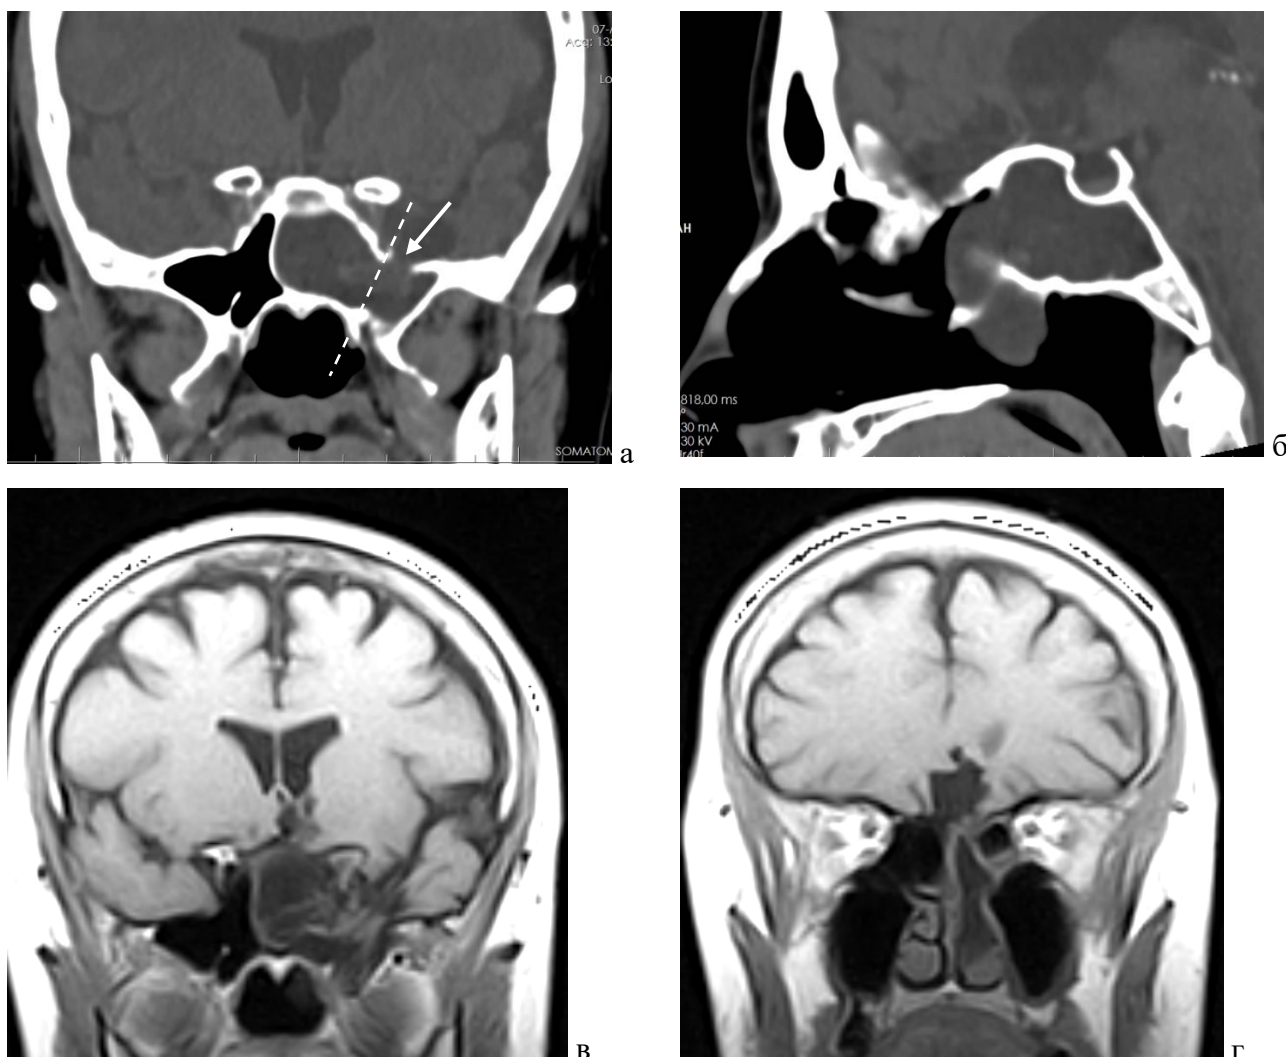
КТ головного мозга: а - фронтальная проекция, дефект стенки латерального кармана левой клиновидной пазухи (указан стрелкой), VR-линия отмечена пунктиром; б - сагиттальная проекция, гигантское менингоэнцефалоцеле перекрывает просвет хоаны; МРТ (Т1-режим): в - фронтальная проекция, менингоэнцефалоцеле занимает всю левую половину клиновидной пазухи; г - фронтальная проекция, менингоэнцефалоцеле обтурирует левый общий носовой ход
